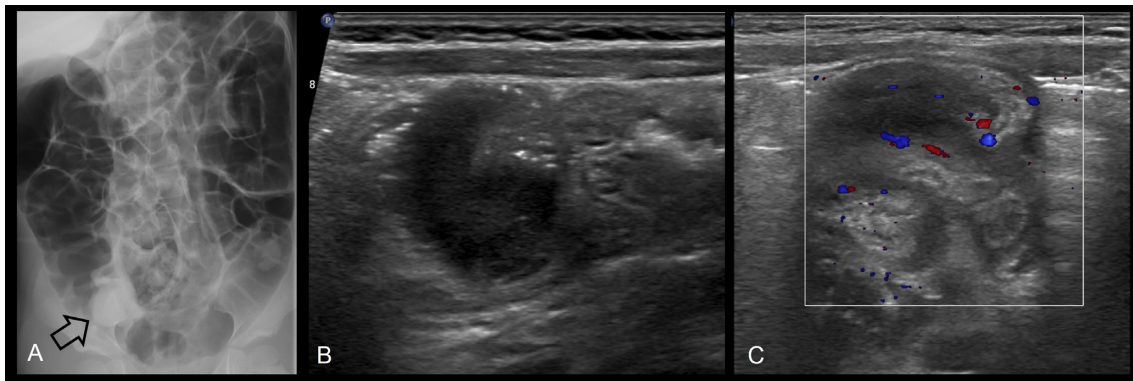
(A) Después de la reducción de la invaginación ileocólica con enema de aire guiada por fluoroscopia en un niño de 10 años, se muestra un defecto de llenado residual en el cuadrante inferior derecho (flecha). Posteriormente se realizó una ecografía para diferenciar entre reducción incompleta, un punto de derivación patológico y pseudomasa debida a válvula ileocecal edematosa. La ecografía reveló una masa polipoide hipoeoica en el ciego (B) con vascularización interna aumentada (C). La masa se confirmó quirúrgicamente como linfoma difuso de células B grandes.
